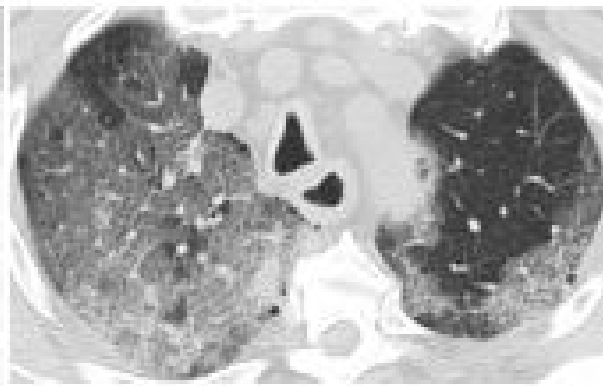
Tomografía de Tórax. Patrón en empedrado
